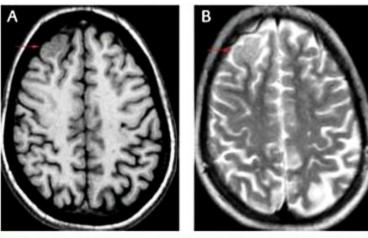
RM de crânio – imagens pesadas em T1 e T2 – displasia cortical focal na região frontal.
